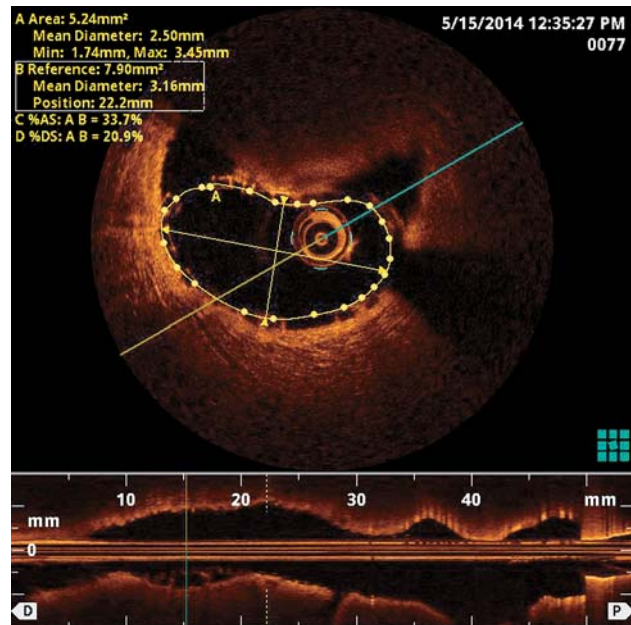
На срезе оптической когерентной томограммы визуализируется эксцентричное раскрытие биорезорбируемого внутрисосудистого каркаса, вызванное наличием на 12 часах ригидной (кальциевой или фибринозно-кальциевой) атеросклеротической бляшки.
